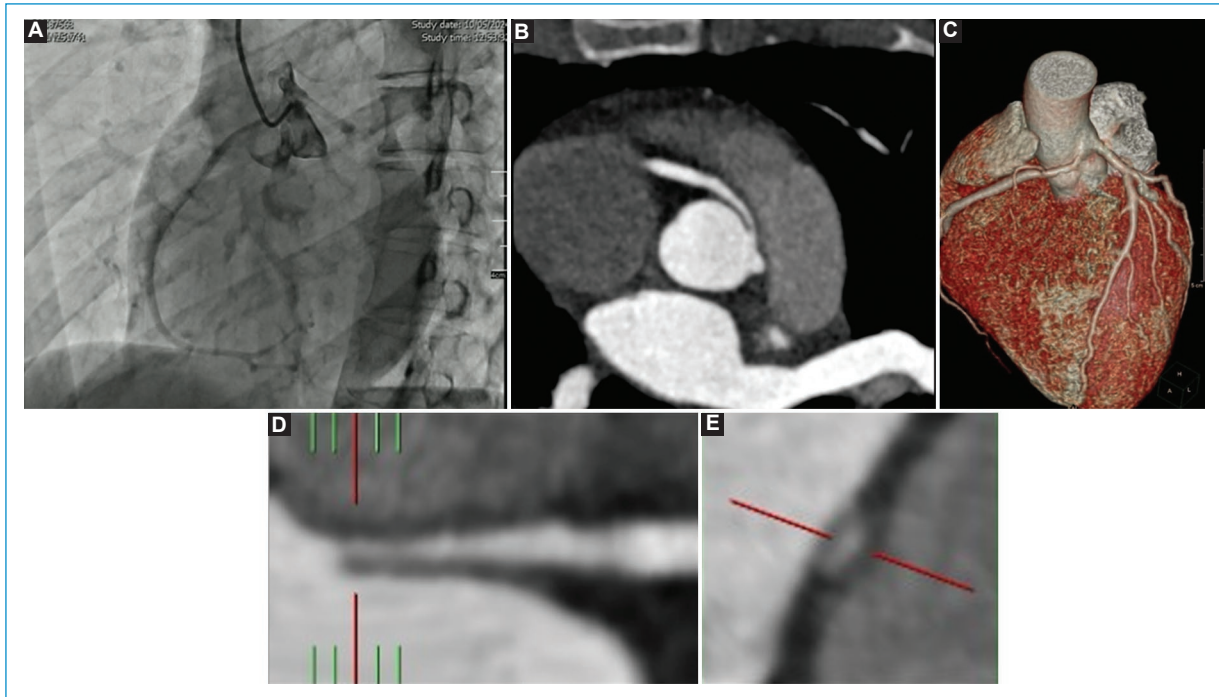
A: cateterismo coronario en proyección oblicua izquierda que muestra el origen anómalo de la coronaria derecha desde el seno coronario izquierdo. B: angiotomografía coronaria en proyección de máxima intensidad axial y en reconstrucción tridimensional, que muestra arteria coronaria derecha anómala con origen a nivel del seno de Valsalva izquierdo con trayecto proximal interarterial (entre la aorta ascendente y el tronco de la arteria pulmonar) (C). D: magnificación en proyección coronal en diástole, en la que se observa trayecto intramural disminuido de calibre y magnificación de proyección de máxima intensidad oblicua con morfología en ojal (E).
